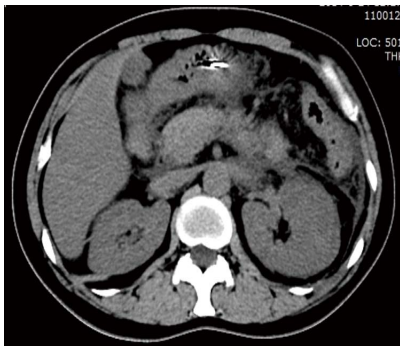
胰腺CT. 胰体尾部明显增粗, 胰周脂肪间隙模糊, 可见大量渗出影, 左侧肾周筋膜明显增厚, 少量腹水. CT: 计算机断层扫描.
